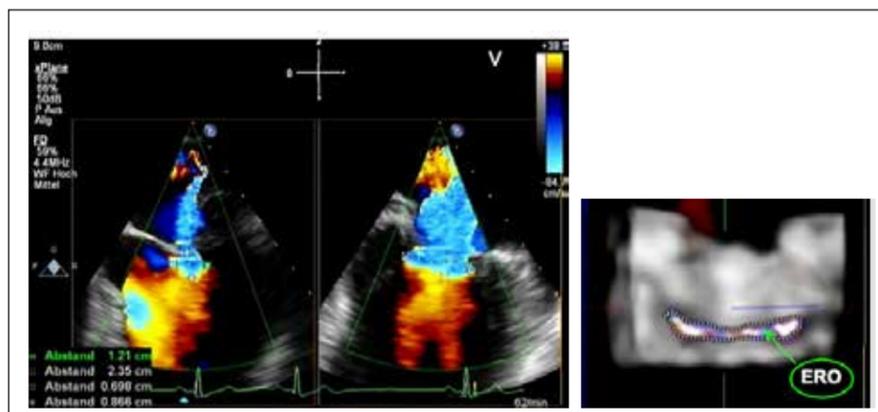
Funktionelle MI mit ellipsoider Flusskonvergenzzone (PISA) bei schlitzförmiger Regurgitationsöffnung (ERO) in der 3D-Echokardiographie
